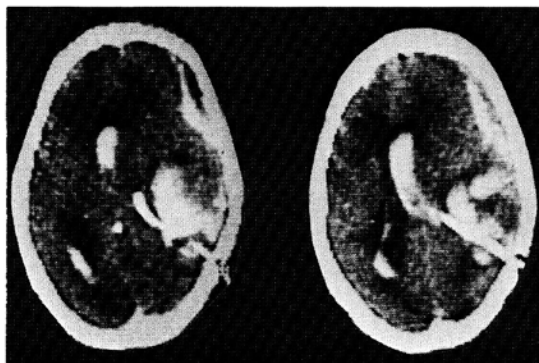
CT scans show subdural intraventricular and intracerebral hematoma with mass sign after shunting operation.
